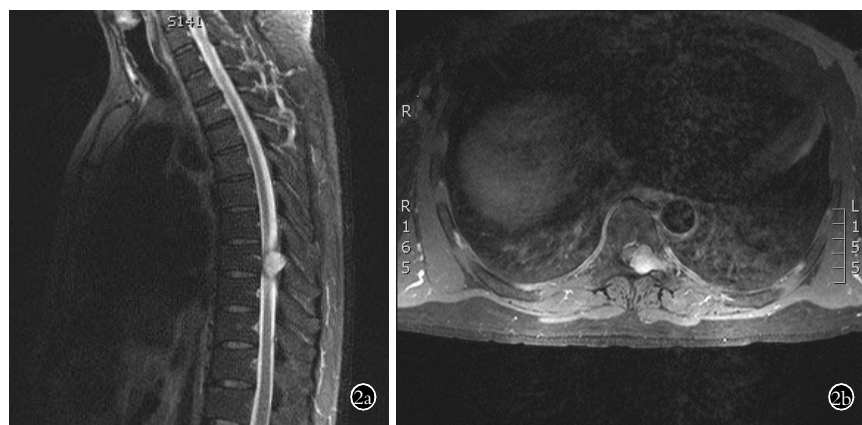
患者, 男, 52 岁, T₈ 水平椎管内肿瘤 2a. MRI 矢状位 T2WI 示 T₈ 水平椎管内肿物, 呈不均匀高信号 2b. MRI 横断面 T2WI 示 T₈ 水平椎管左侧肿物延伸至左侧椎间孔, 呈不均匀高信号
